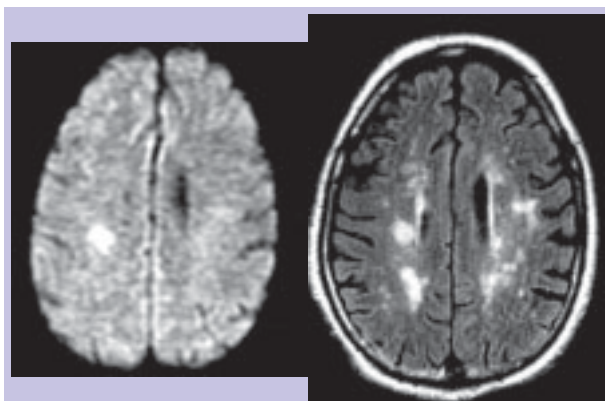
T2 FLAIR e Difusão – leucoencefalopatia isquêmica crônica microangiopática em T2 FLAIR. Evidência de uma lesão vascular isquêmica aguda em difusão.
